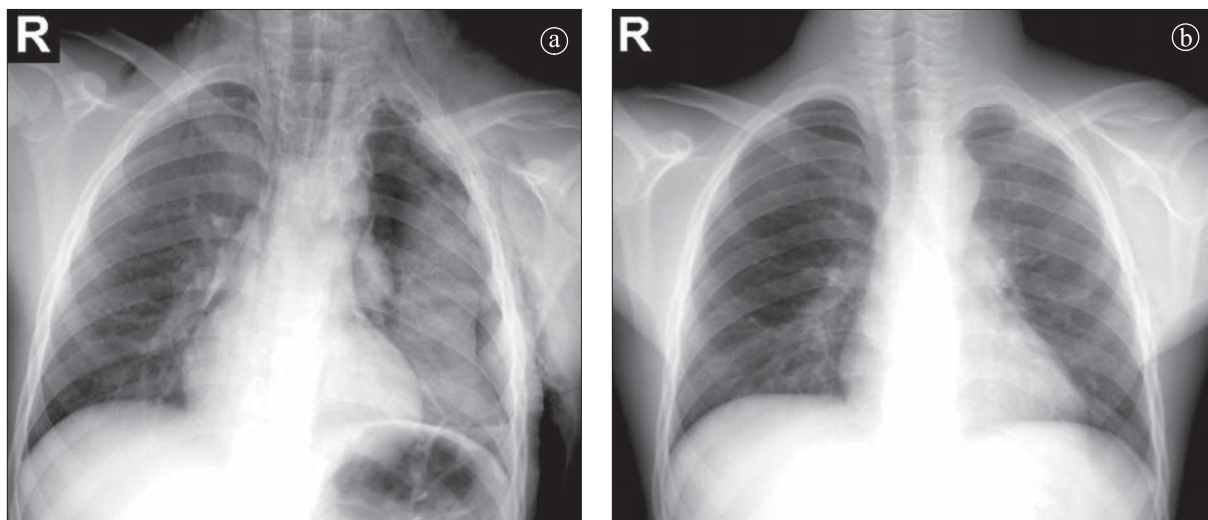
Traumatism toracic în evoluție. Contuzie pulmonară a) Radiografie toracică PA. Opacitate difuz delimitată situată în jumătatea inferioară a hemitoracelui stâng. Hidropneumotorace. Emfizem subcutanat. b) Radiografia toracică PA după 10 zile evidențiază reducerea semnificativă a leziunilor.
